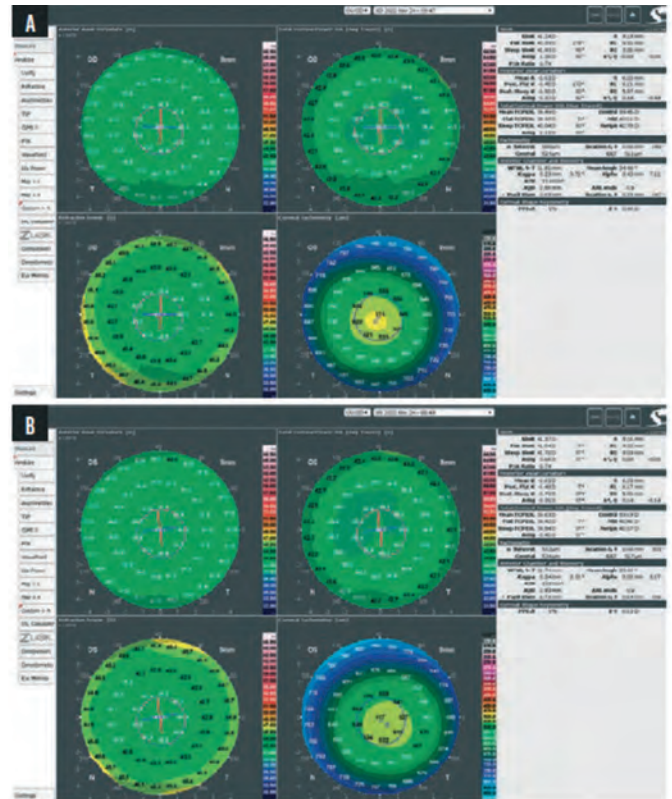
Топография/томография роговицы (GALILEI) через 1 месяц после операции правого (А) и левого (В) глаза
